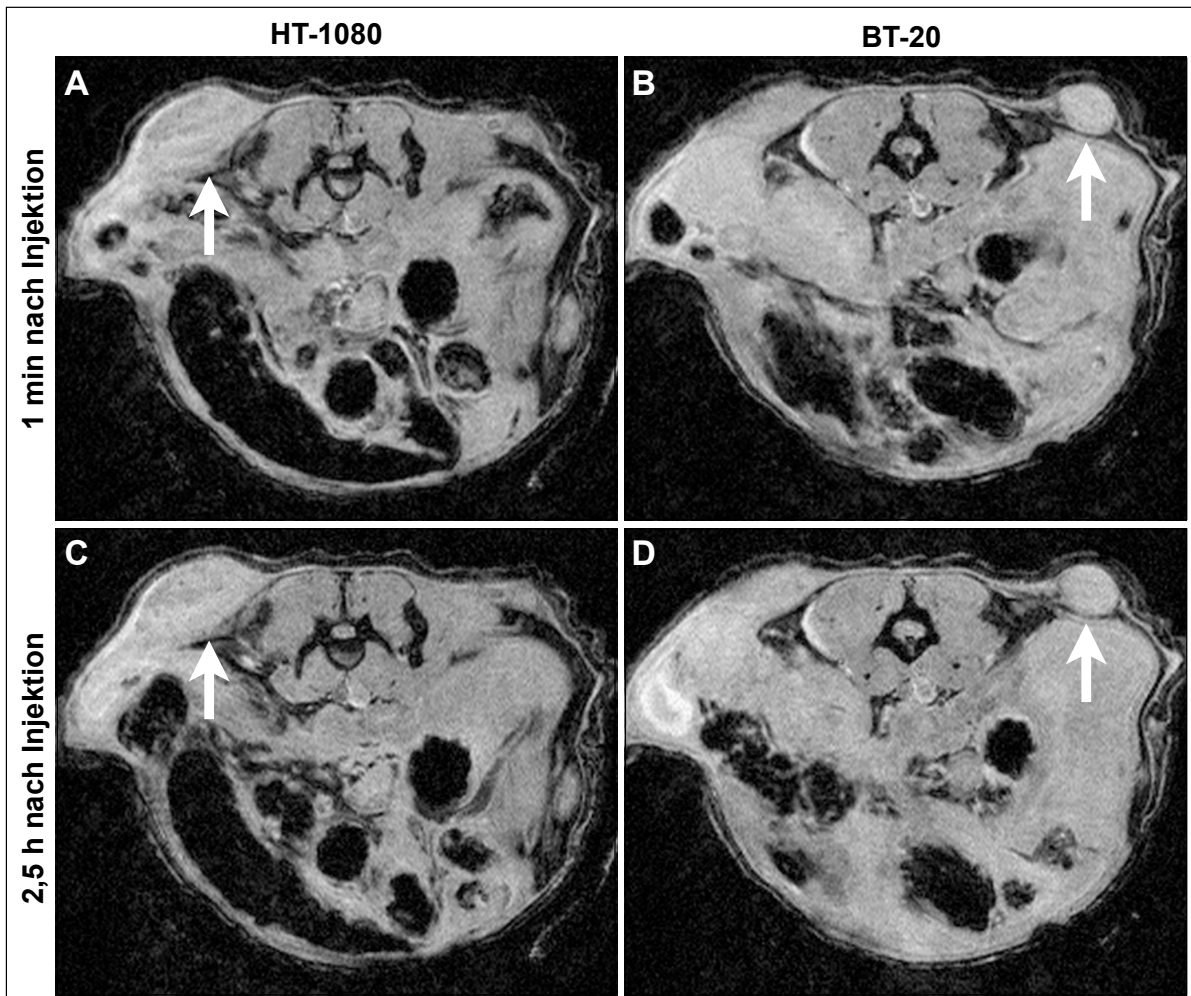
7-T-MRT-Bildgebung eines MMP-positiven Tumors links (HT-1080, Pfeil) und MMP-negativen Tumors rechts (BT-20, Pfeil) zu zwei Zeitpunkten nach Gabe von PSOP. Darstellung in axialer Schicht bei einer T2*-gewichteten Sequenz 1 min (A, B) und 2,5 h nach i. v. Injektion (C, D) von PSOP (50 $\mu\text{molFe/kg}$).
